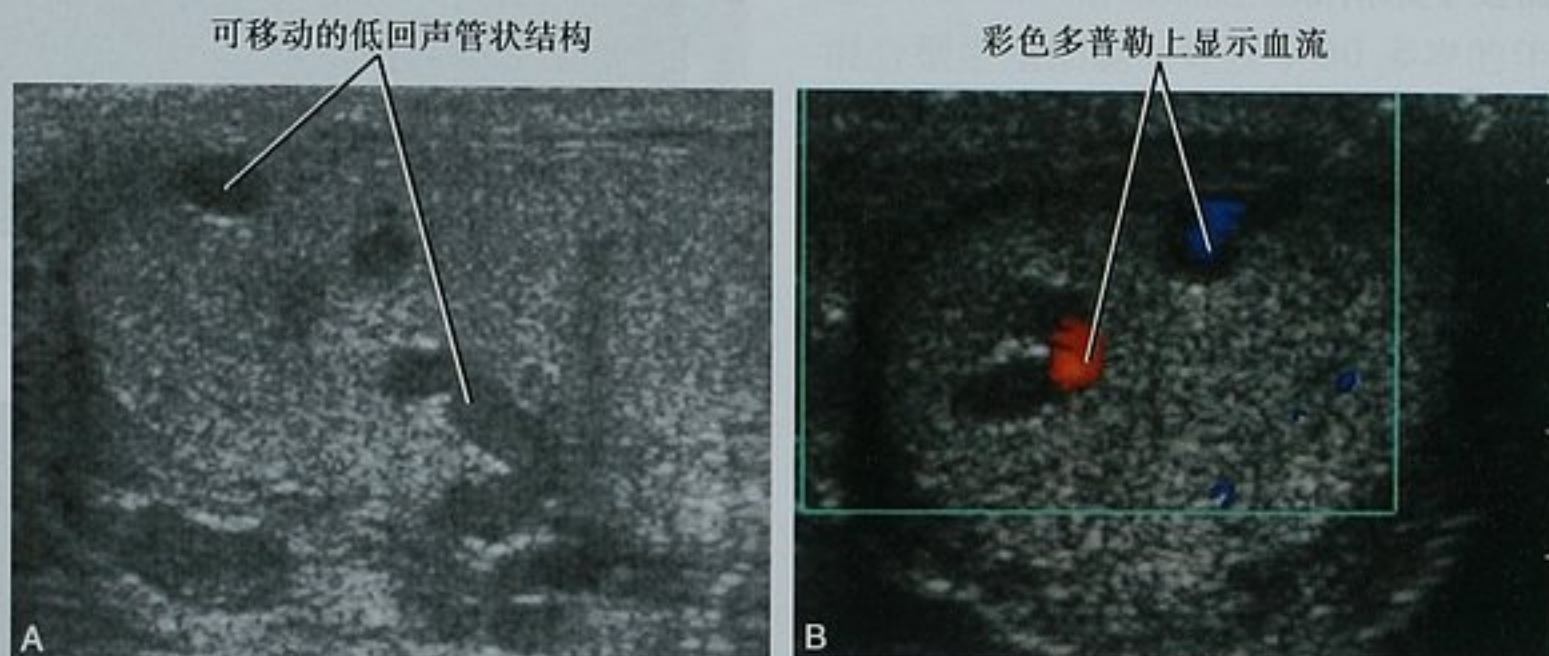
睾丸内精索静脉曲张。A. 睾丸矢状位超声图像上显示了睾丸内迂行的结构,扫描时低回声区可见移动;B. 横断位彩色多普勒图像显示曲张的精索静脉内存在血流
